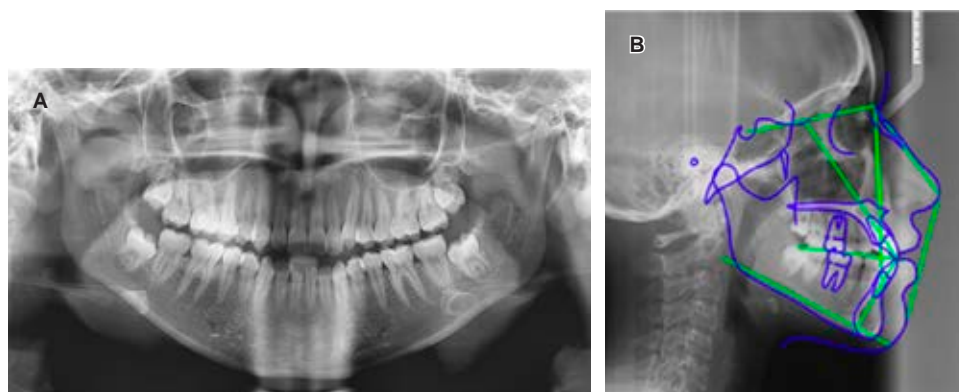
A) Ortopantomografía antes de comenzar el tratamiento. B) Lateral de cráneo inicial con el trazado cefalométrico de Steiner.
